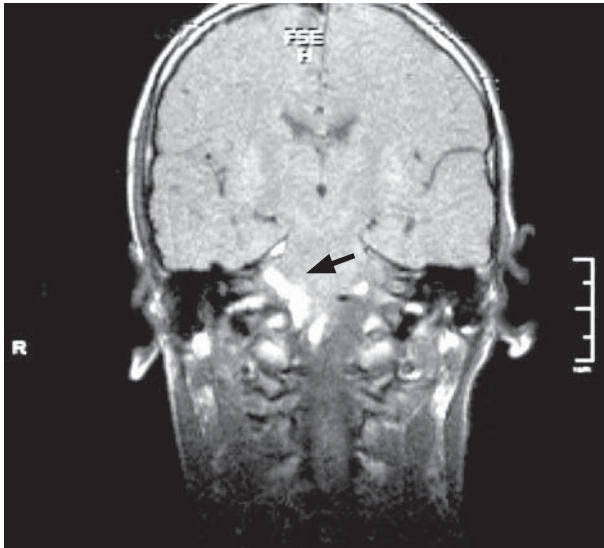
RM SNC: Imagen hiperintensa latero troncal derecha en corte coronal y secuencia T1.
